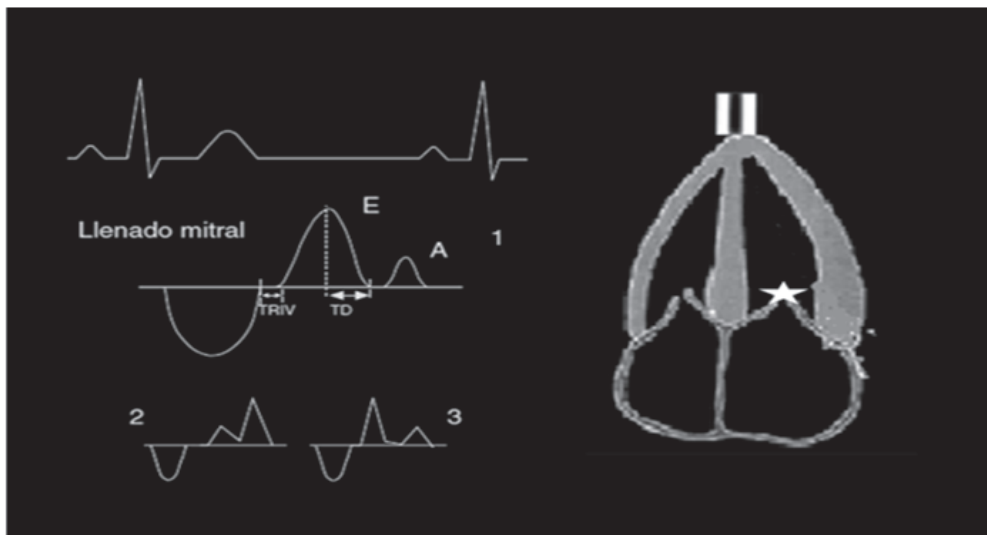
Registro con Doppler pulsado del patrón de llenado diastólico flujo mitral.
